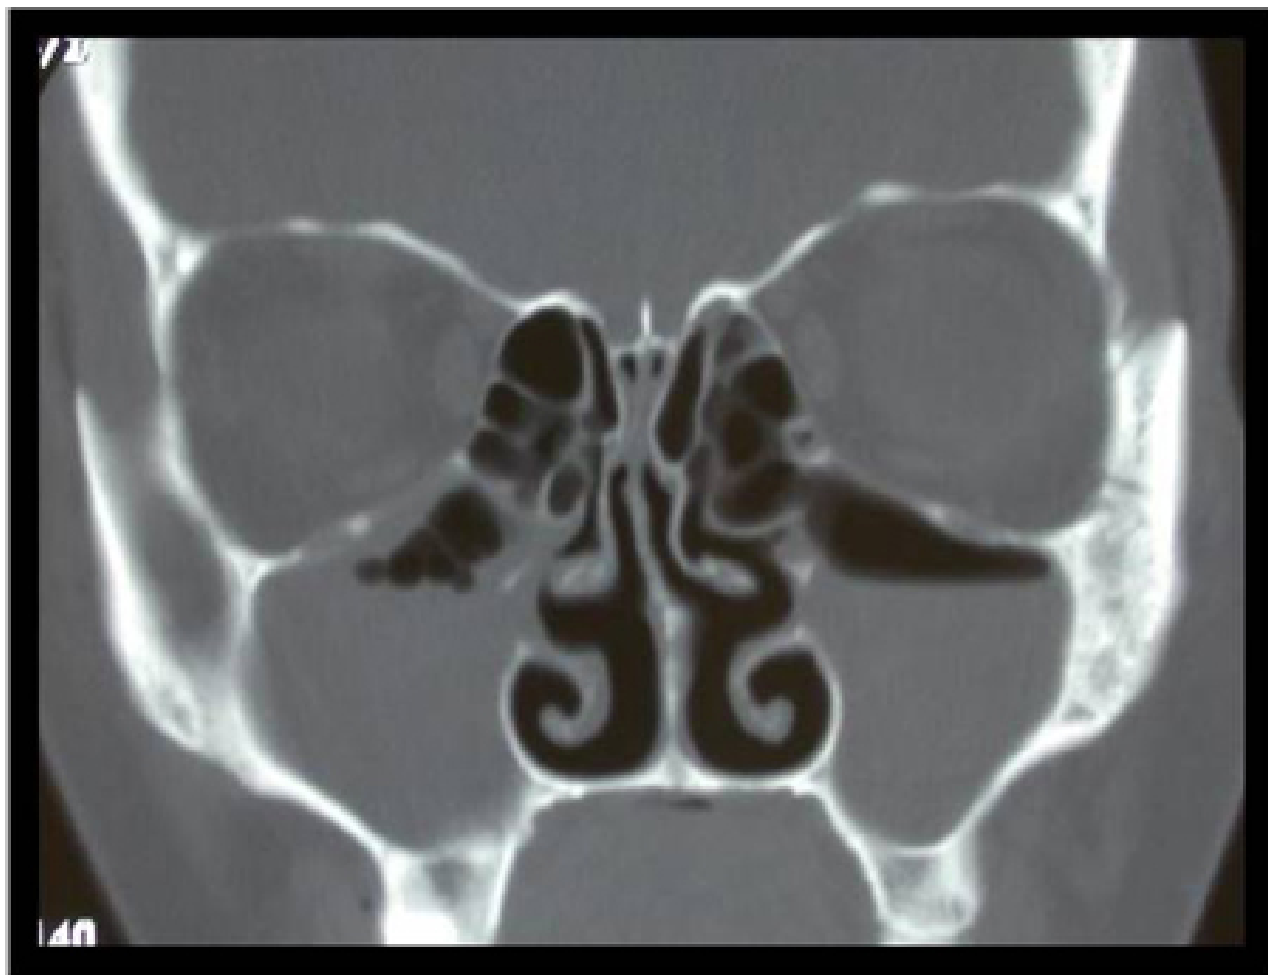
Tomografia computadorizada sem contraste dos seios nasais mostrando níveis hidroaéreos inespecíficos no seio maxilar
